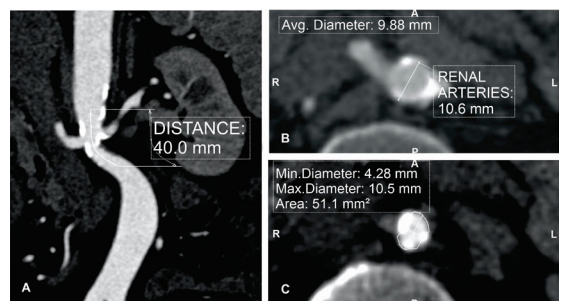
Maximum intensity projection (MIP) reconstruction of the preoperative angiotomography. (A) Coronal slice at the level of the renal arteries showing the parietal calcifications at the level of the renal arteries and the length of stenosis. Axial slices showing: (B) the diameter of the aorta at the level of the renal arteries; and (C) diameter at the point of greatest stenosis.
